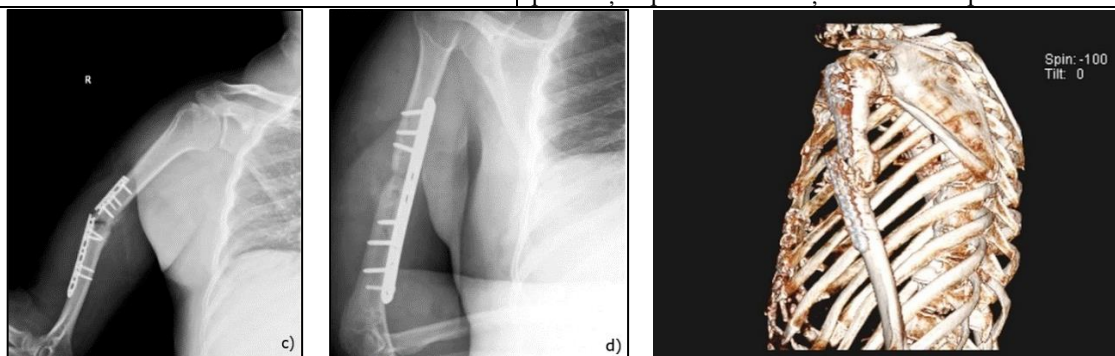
Imagini de radiografie a) a osului fracturat, b) a plăcii cu șuruburi--implantarea inițială, c) a plăcii cu șuruburi după rupere, d) după revizie cu placă tip LCP Synthes și autogrefă în focar de pseudartroză, e) Imagine CT cu reconstrucția 3D [153]
